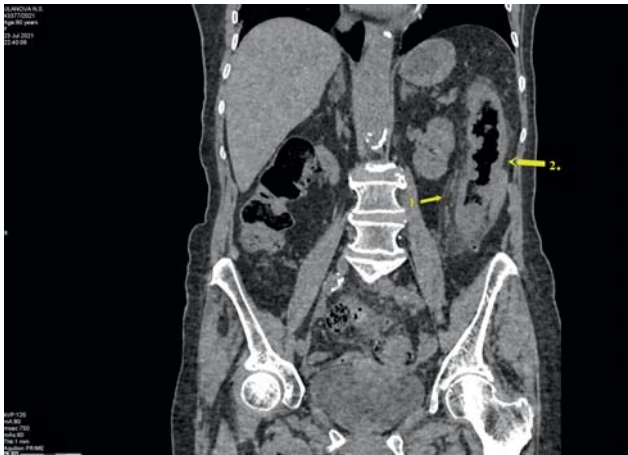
МСКТ ОБП: определяется небольшое количество жидкости в брюшной полости. Отмечены дивертикулы всех отделов толстой кишки размерами до 10 мм, наибольшее количество — в сигмовидной. Уплотнение и отек параколической клетчатки в области нисходящей, сигмовидной кишки (1). Утолщение и отечность стенок левой половины толстой кишки до 10–12 мм (2)
